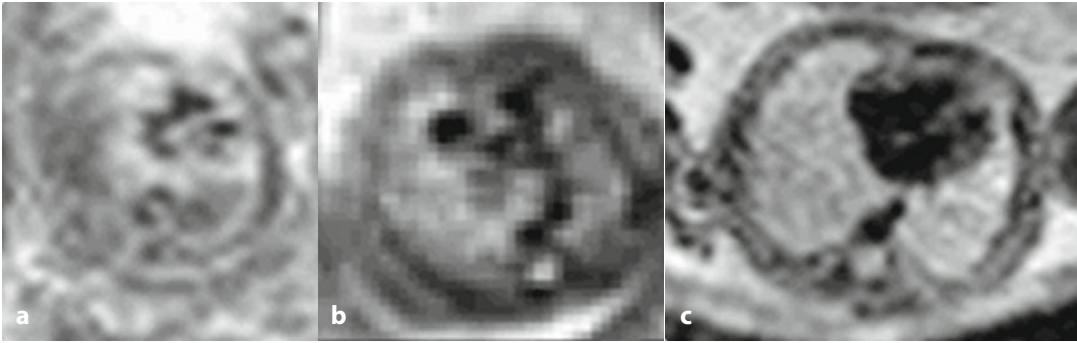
Acquisizioni in DWI ($b = 600$). Mappe ADC a 22 settimane di gestazione (a), 26 settimane di gestazione (b) e 32 settimane di gestazione (c). Come evidente dal grafico sovrapposto in Figura, i coefficienti di diffusione apparente (ADC) misurati con regioni di interesse a livello dei polmoni appaiono aumentare all'avanzare della settimana di gestazione
